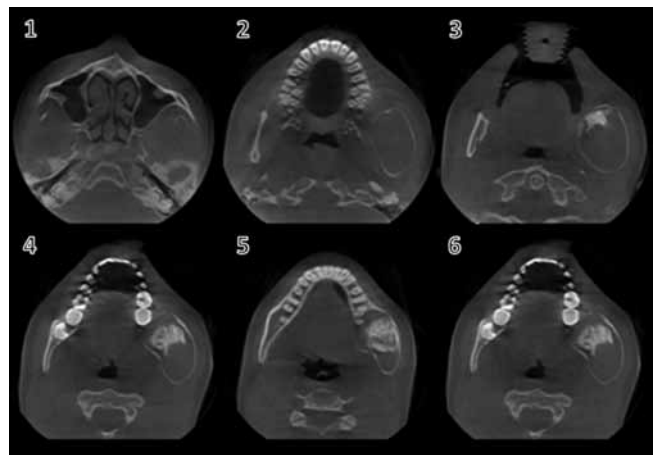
Tomografía computarizada cone-beam, Cortes axiales.
